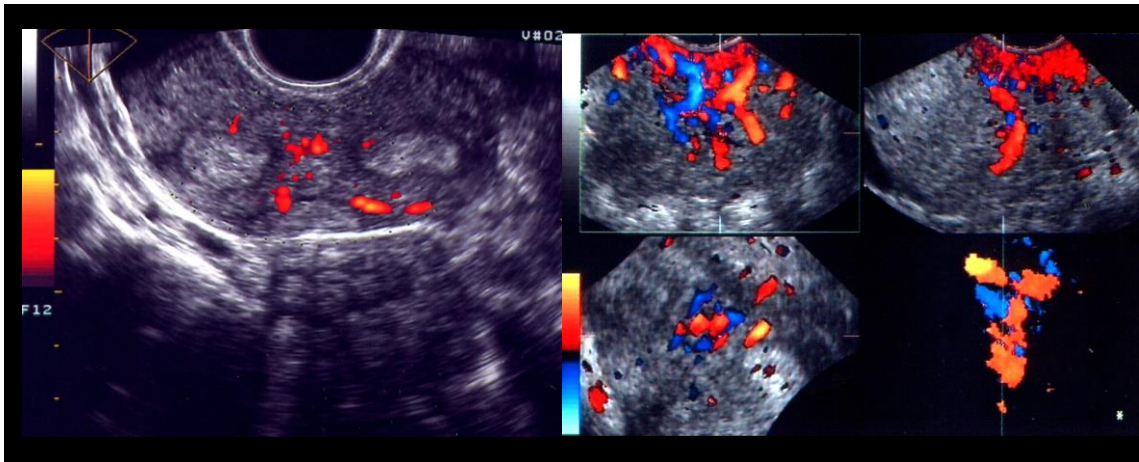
Estudio vascular Doppler energía y Doppler color del septo.
